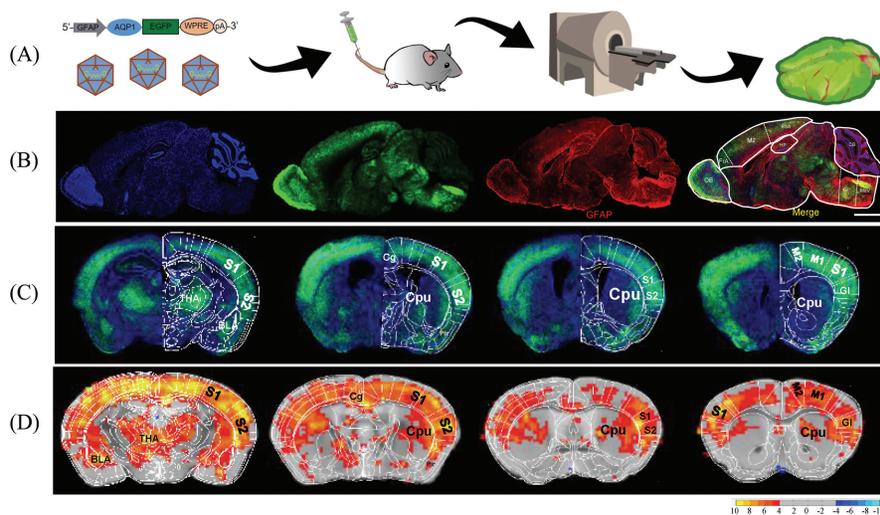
荧光和磁共振成像可见的rAAV-GFAP-AQP1-EGFP(A. 实验流程; B. 细胞特异性,病毒表达的EGFP信号和胶质细胞标志物GFAP红色信号;C和D. 弥散加权(DWI,红色)MRI信号与EGFP信号的直接关联)
